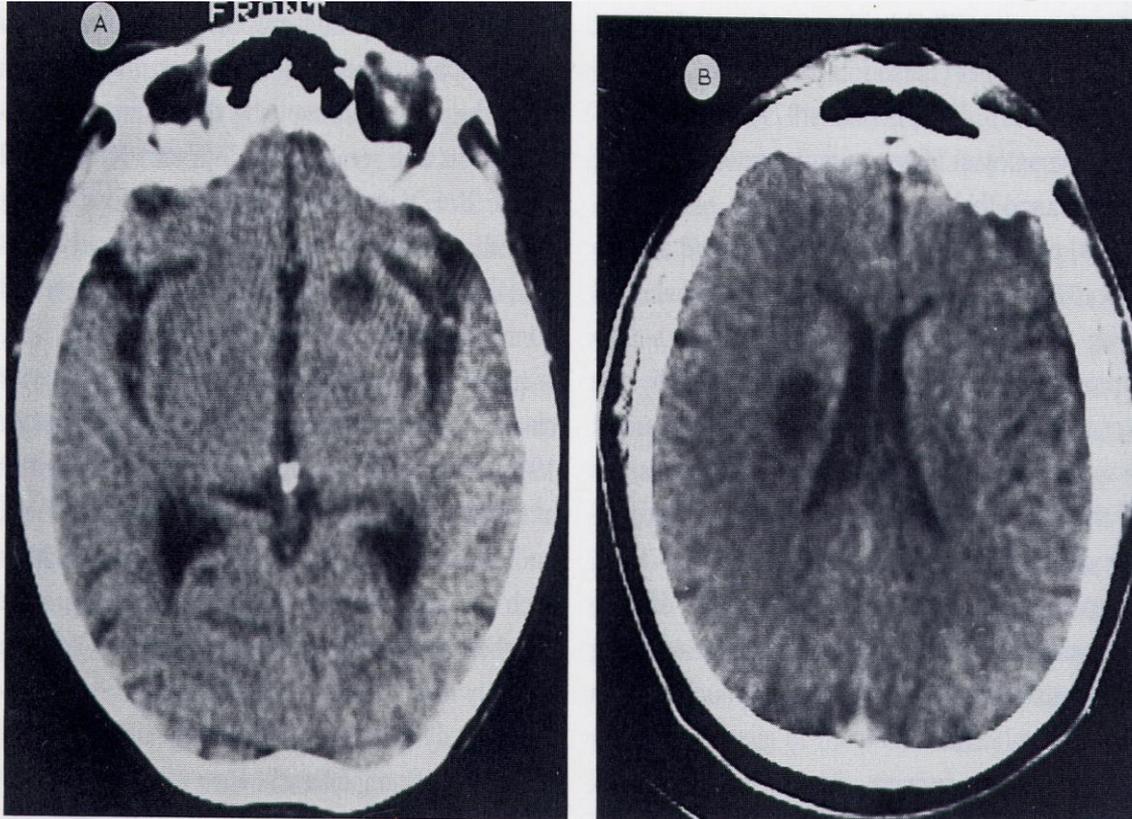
CT scan. A. A 72-year-old hypertensive woman who developed an acute 'confusion' (disorientation, stereotyped behavior, normal consciousness). CT on admission was normal, but 8 days later a round lacunar infarct was demonstrated in the territory of the right Heubner's artery (see Fig. 1A). B. Large lacune of the corona radiata in a case of pure motor hemiparesis.
